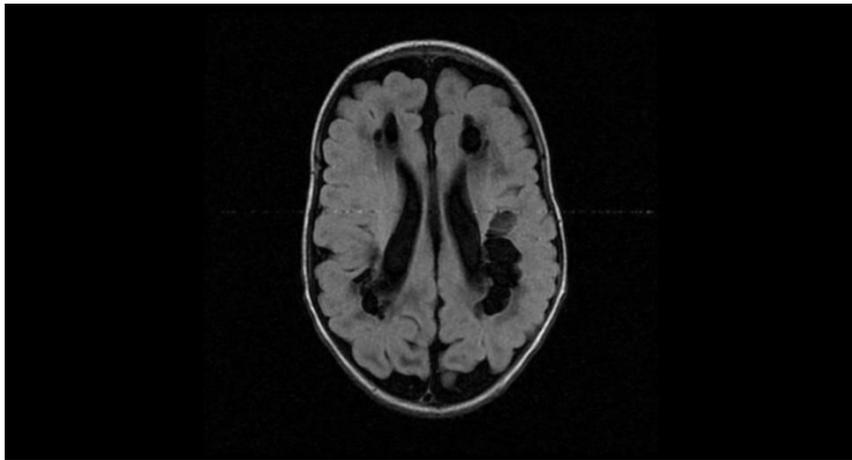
Resonancia Magnética cerebral, secuencia T2FLAIR, corte axial: LPV quística (paciente número 13).
